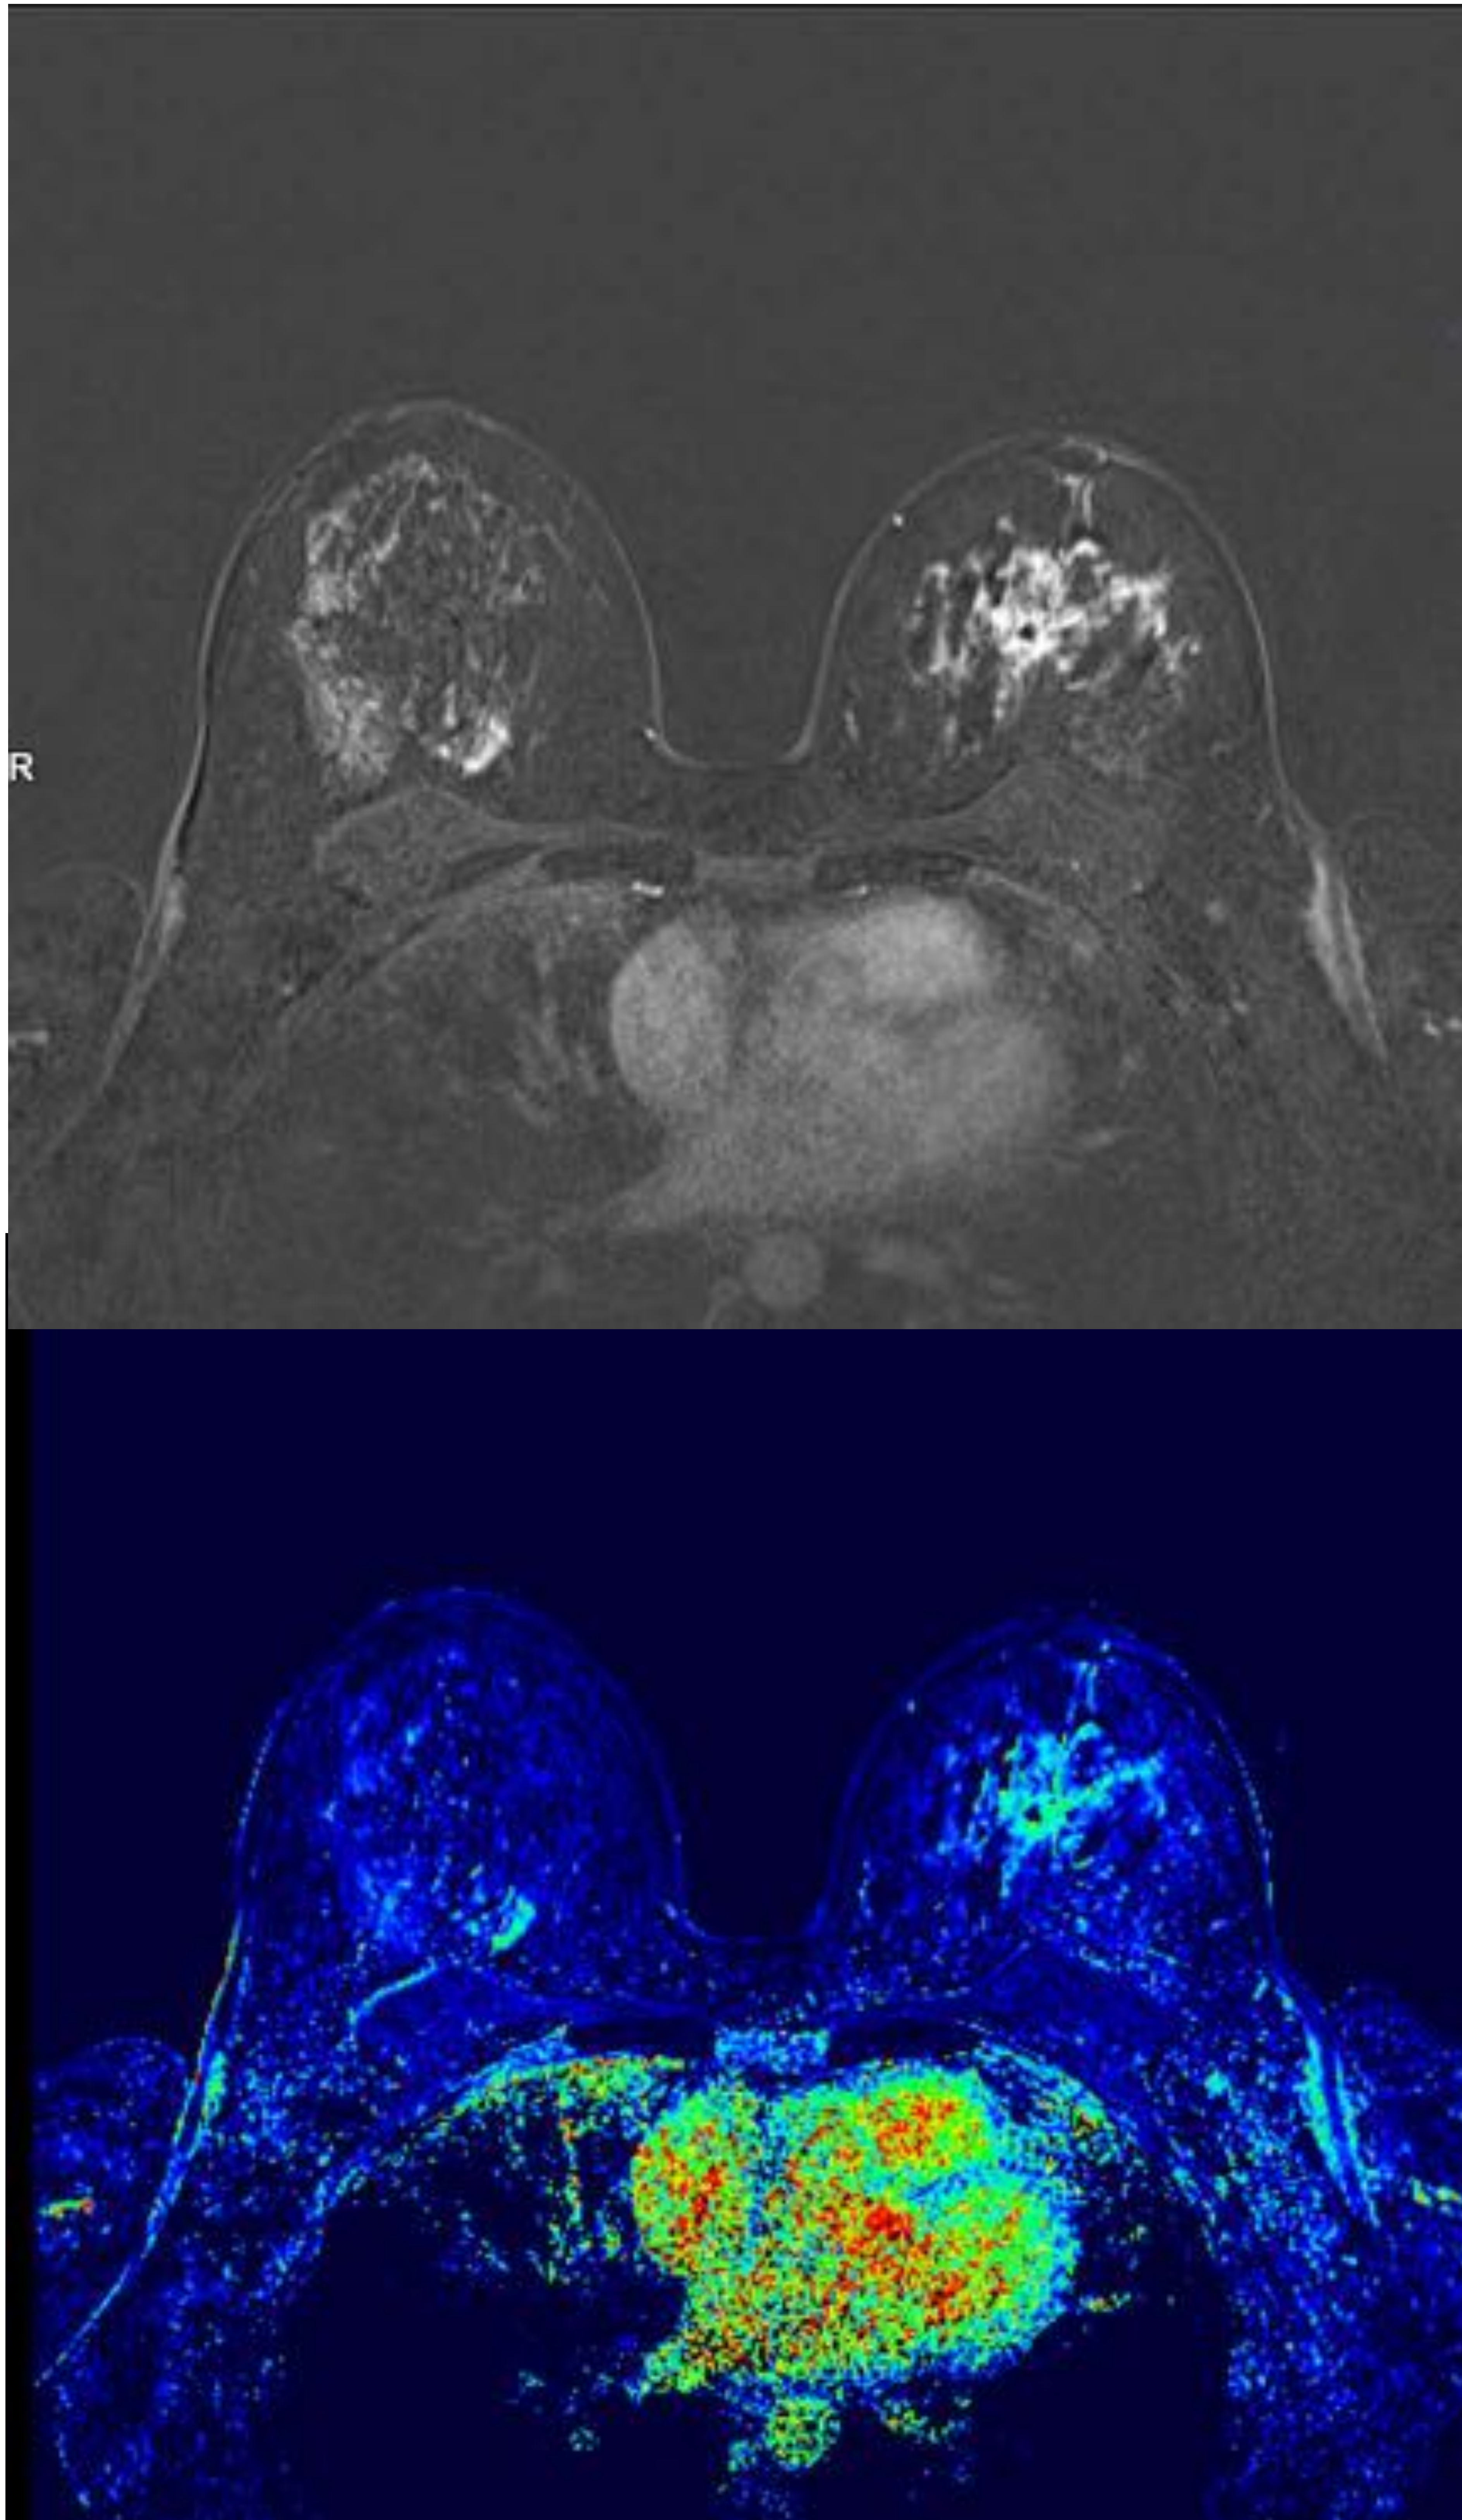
RM de mama mapa de colores de estudio dinámico. Lesiones bilaterales, en la izquierda una distorsión arquitectural y en la derecha un realce no masa. Biopsia: CLIS bilateral.
